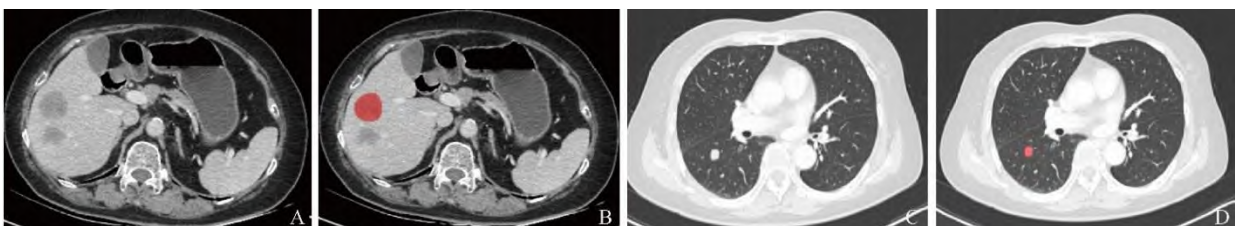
CRC转移病灶CT勾画。A、B为肝转移病灶，A为CT静脉期图像，示肝转移灶呈圆形或类圆形，边界清晰，增强后较肝实质强化低，勾画时需避开周围血管和其他病灶；B为标注后图像。C、D为肺转移病灶，C为CT平扫肺窗图像，示肺转移灶位于右肺下叶背段，边界清晰，勾画时需避开周围血管；D为标注后图像
